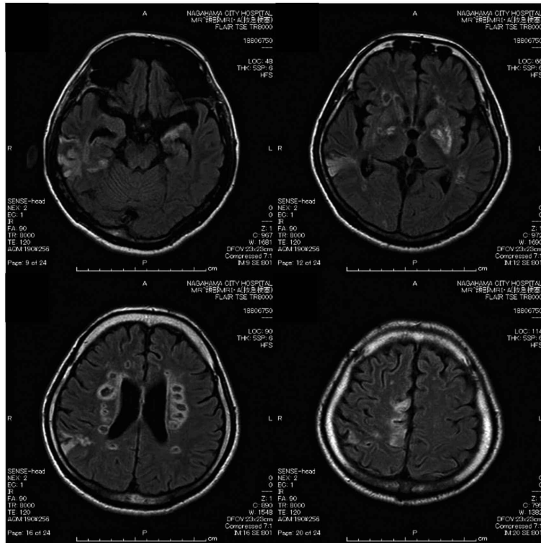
頭部 MRI (FLAIR 画像)
